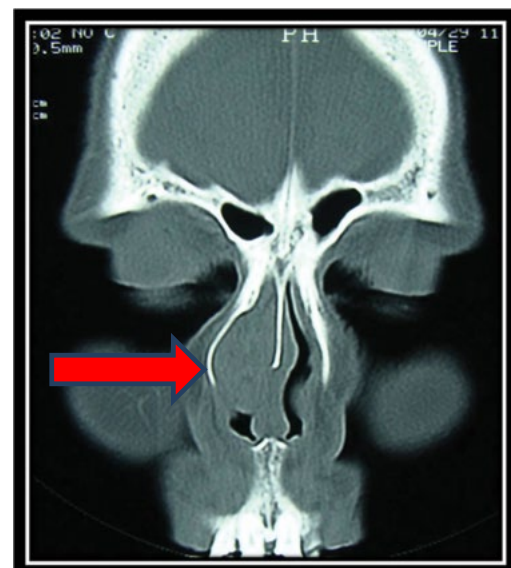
TAC corte frontal, con tumoración en fosa nasal derecha.
